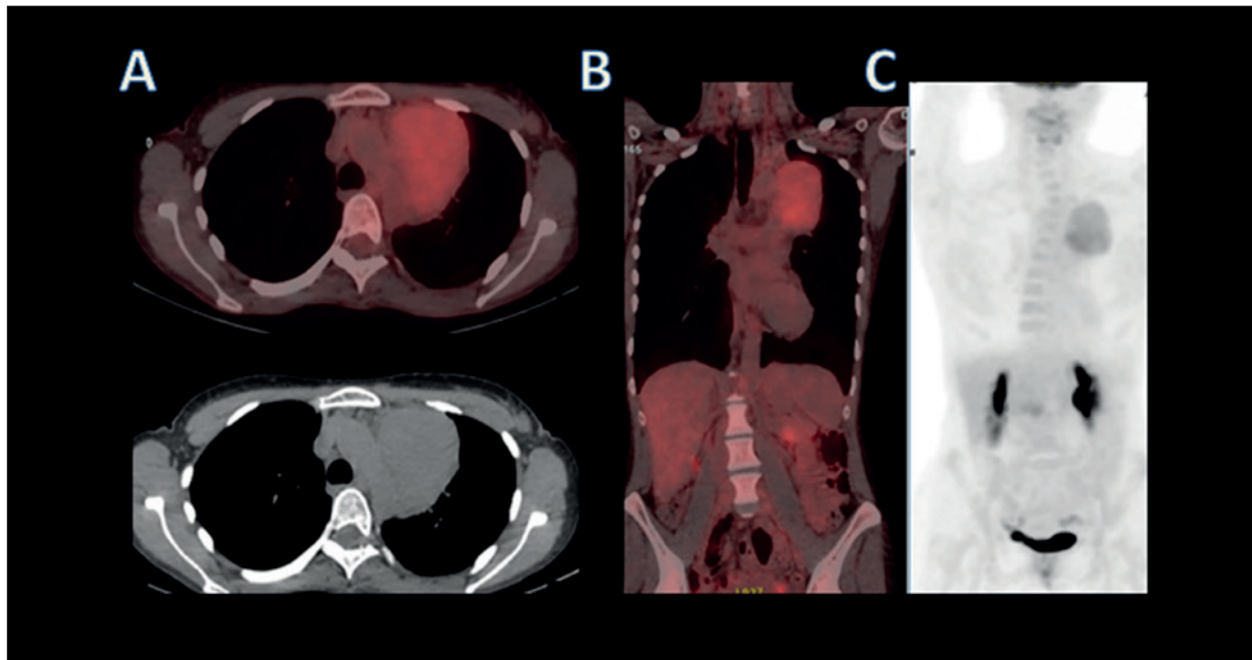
Estudio PET /TC sin contraste tras la administración de ^{18}F -FDG (237mBq) (Imagen A, corte axial e Imagen B corte coronal) se observa una masa en mediastino anterosuperior, lateralizada a la izquierda y adyacente a cayado aórtico, con un leve metabolismo asociado y homogéneo, con $\text{SUV}_{\text{máx}}$ de 4,3 similar al parénquima hepático ($\text{SUV}_{\text{máx}}$ 3,9). No se observan adenopatías hipermetabólicas en otras cadenas ganglionares hilio mediastínicas, axilares, cervicales ni en cadena mamaria interna. En el estudio MIP o proyección de máxima intensidad (Imagen C); La médula ósea presenta un hipermetabolismo difuso, probablemente reactivo sin identificarse otros focos hipermetabólicos.
